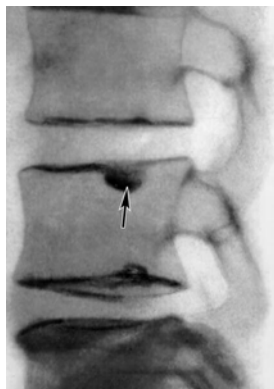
Radiografia coloanei unui pacient cu hernie Schmorl [131].
